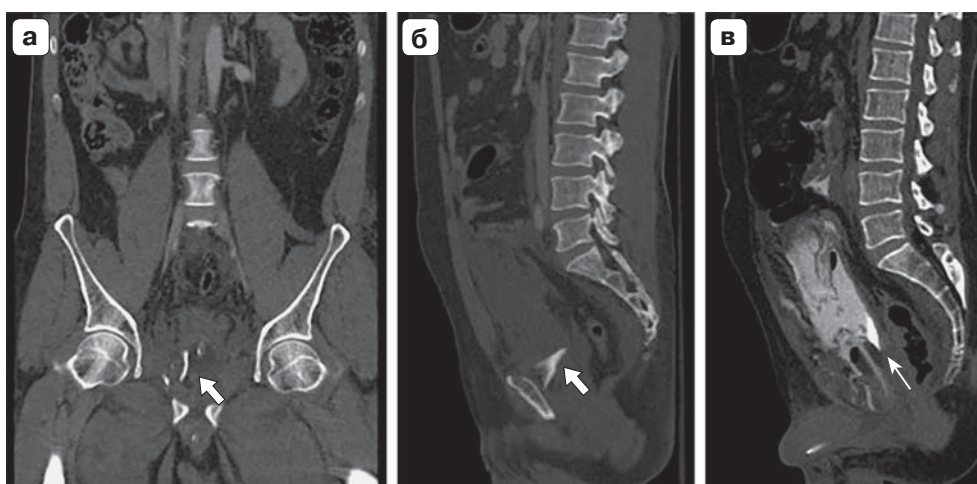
Кататравма. Перелом лонной кости. КТ с контрастированием, коронарная (а) и сагиттальная проекции (б): фрагмент кости (белая стрелка), сагиттальная проекции (в): экстрavasация контрастного вещества (тонкая стрелка).
